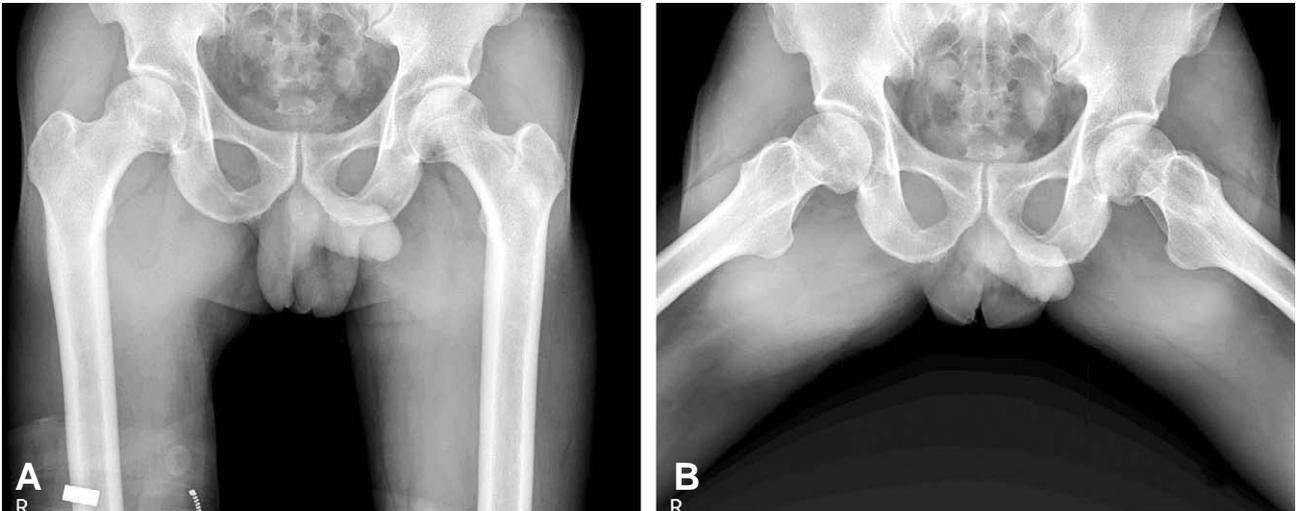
Anteroposterior and frog-lateral view of both hip radiographs show sclerotic change of right femoral head.
